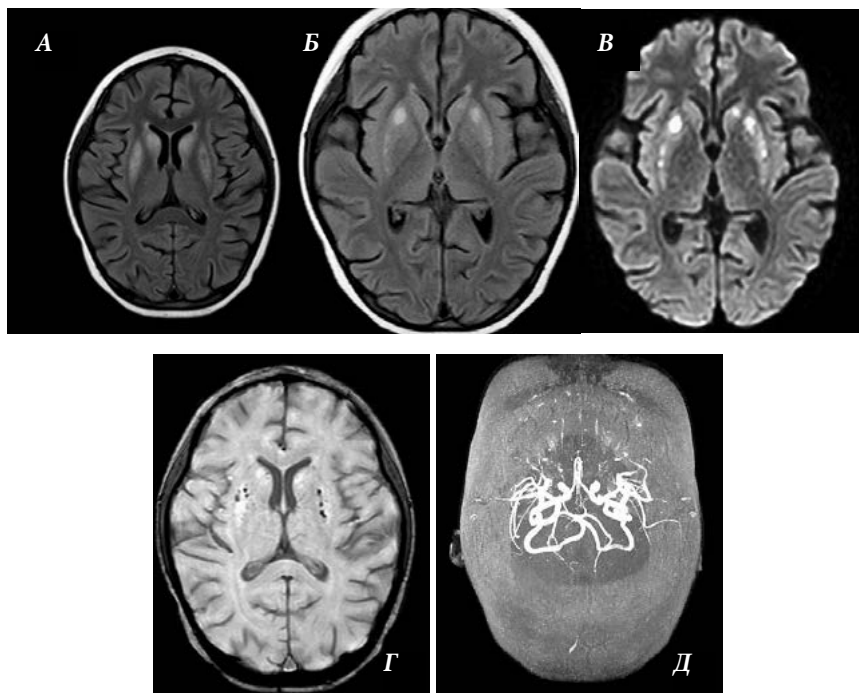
МРТ головного мозга + магнитно-резонансная ангиография (14.03.21) —отмечается симметричное патологическое повышение МР-сигнала в режиме T2, FLAIR (А, Б) от скорлуп, головок и тел хвостатых ядер, с признаками ограничения диффузии (DWI-В). В режиме SWI (Г) в вышеописанных отделах визуализируются точечные геморрагические включения. Отмечается обеднение сосудистого рисунка периферических ветвей передних, средних и задних мозговых артерий (3DТOF -Д).
